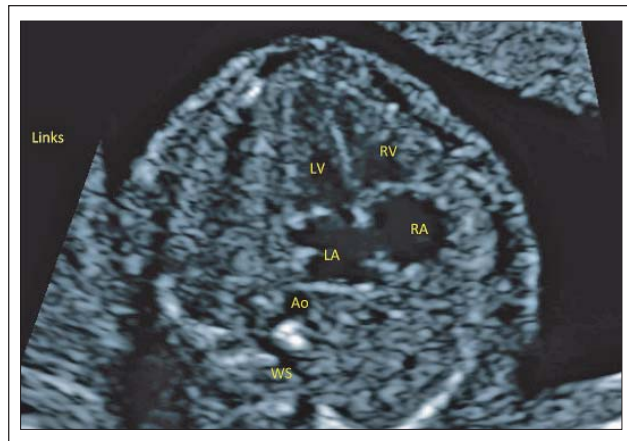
Fetale Echokardiographie der 19. SSW: Darstellung des Vierkammerblicks. Der Fetus befindet sich in einer zephalen Position (Kopf unten). LV: linker Ventrikel; RV: rechter Ventrikel, LA: linker Vorhof, RA: rechter Vorhof, WS: Wirbelsäule, Ao: Aorta
